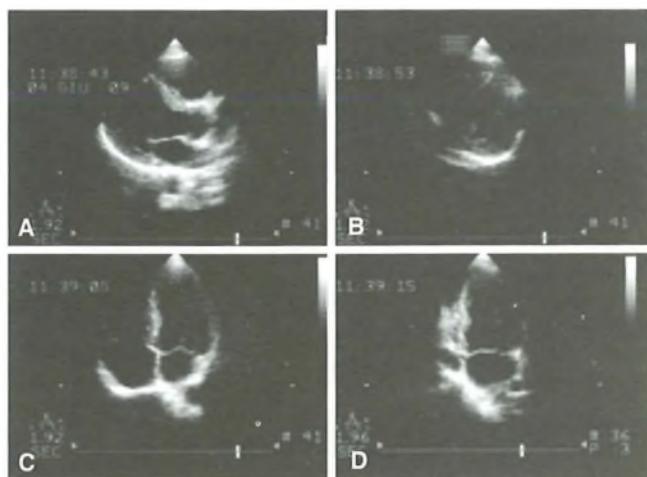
Ecostress: immagine che consente di visualizzare in contemporanea quattro sezioni cardiache [parasternale asse lungo (A), parasternale asse corto (B), quattro camere apicale (C), due camere apicale (D)], in una medesima fase del ciclo cardiaco. Questo consente di valutare la cinetica di ogni segmento di muscolo cardiaco e quindi i territori di distribuzione delle coronarie.
